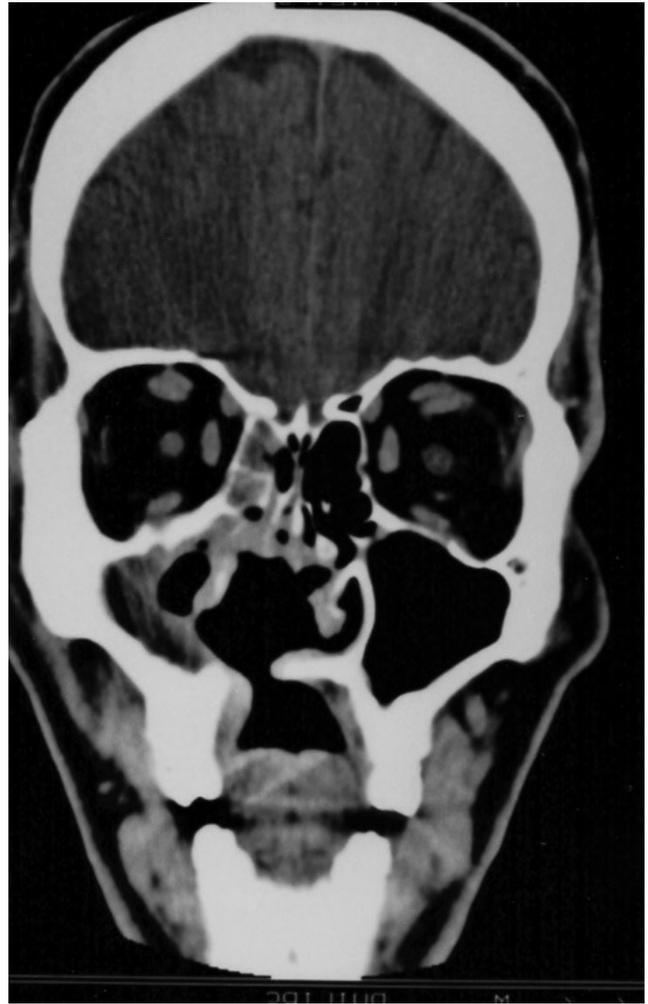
Tomografía computarizada craneo-facial, corte coronal: comunicación oronasal.
